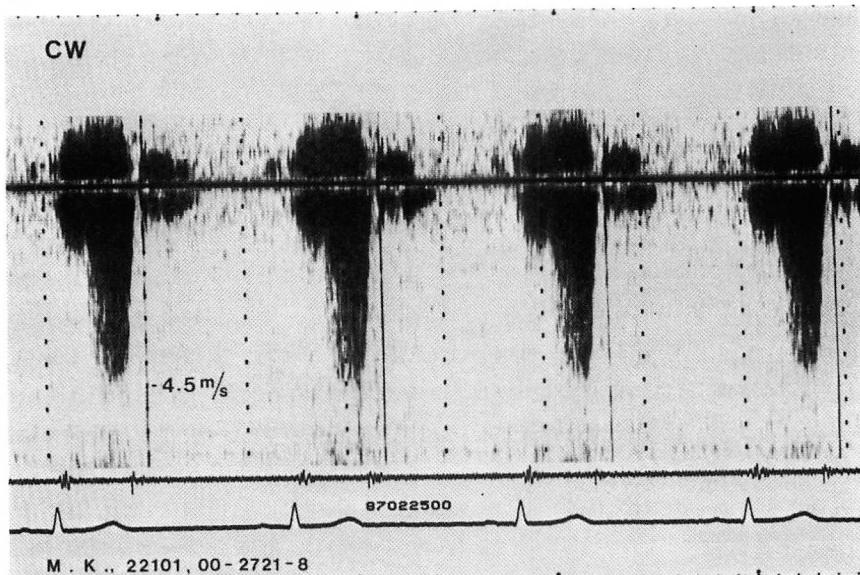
Continuous wave Doppler echocardiogram of mitral regurgitation in a patient having mitral valve prolapse.
